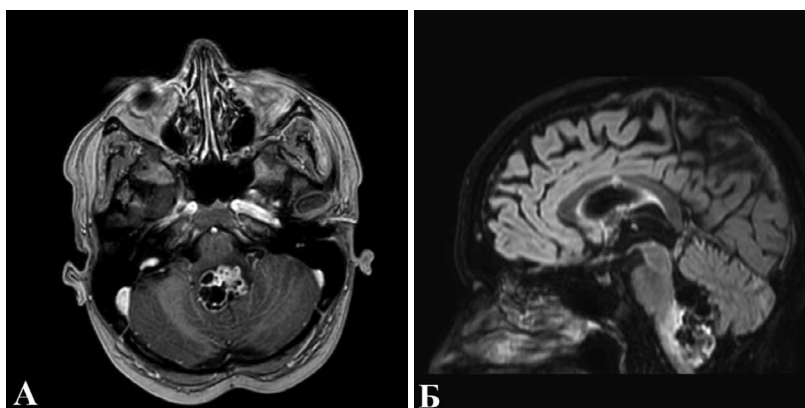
МРТ головного мозга в режиме T1 с контрастным усилением в аксиальной проекции (а) и в режиме FLAIR в сагиттальной проекции (б) до оперативного вмешательства.
